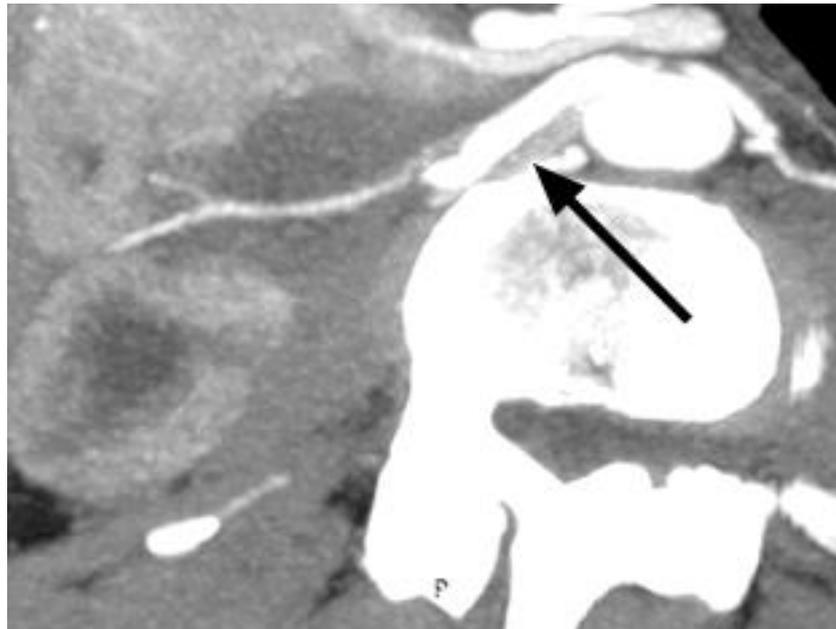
Компьютерная томограмма больной В., аксиальная проекция. Стрелкой указаны пристеночные тромботические массы в синтетическом протезе, дистальнее визуализируется нитевидная почечная артерия
